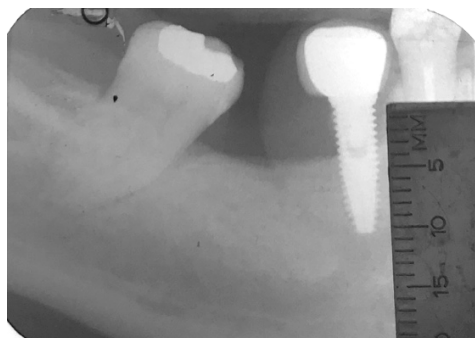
Medição da perda óssea numa radiografia peri-apical.
